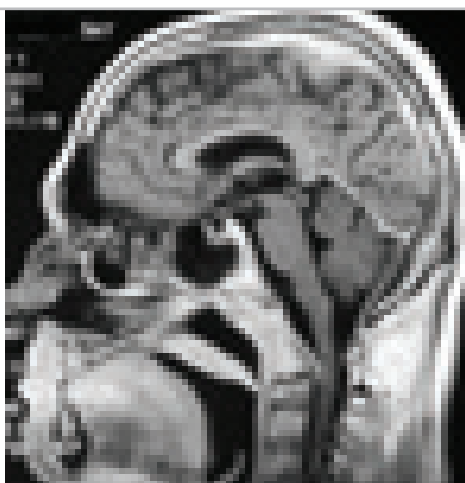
МРТ через 4 месяца после операции – окципитоспондилодез и трансоральное удаление распространённой хордомы основания черепа. Радикальное удаление опухоли.
